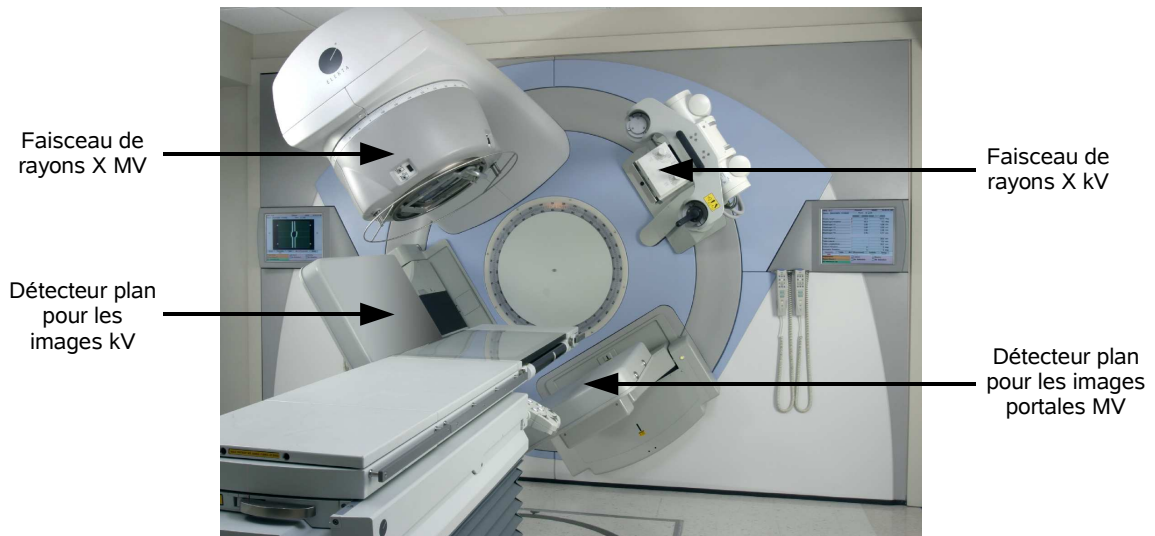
L'accélérateur linéaire *Synergy cone-beam* de la société Elekta dont le système d'acquisition d'images avec un faisceau kV a été utilisé dans le cadre de cette thèse.
